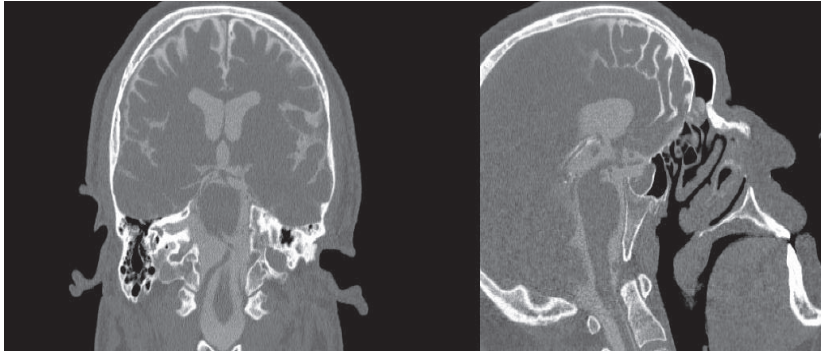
МСКТ- цистернография.
